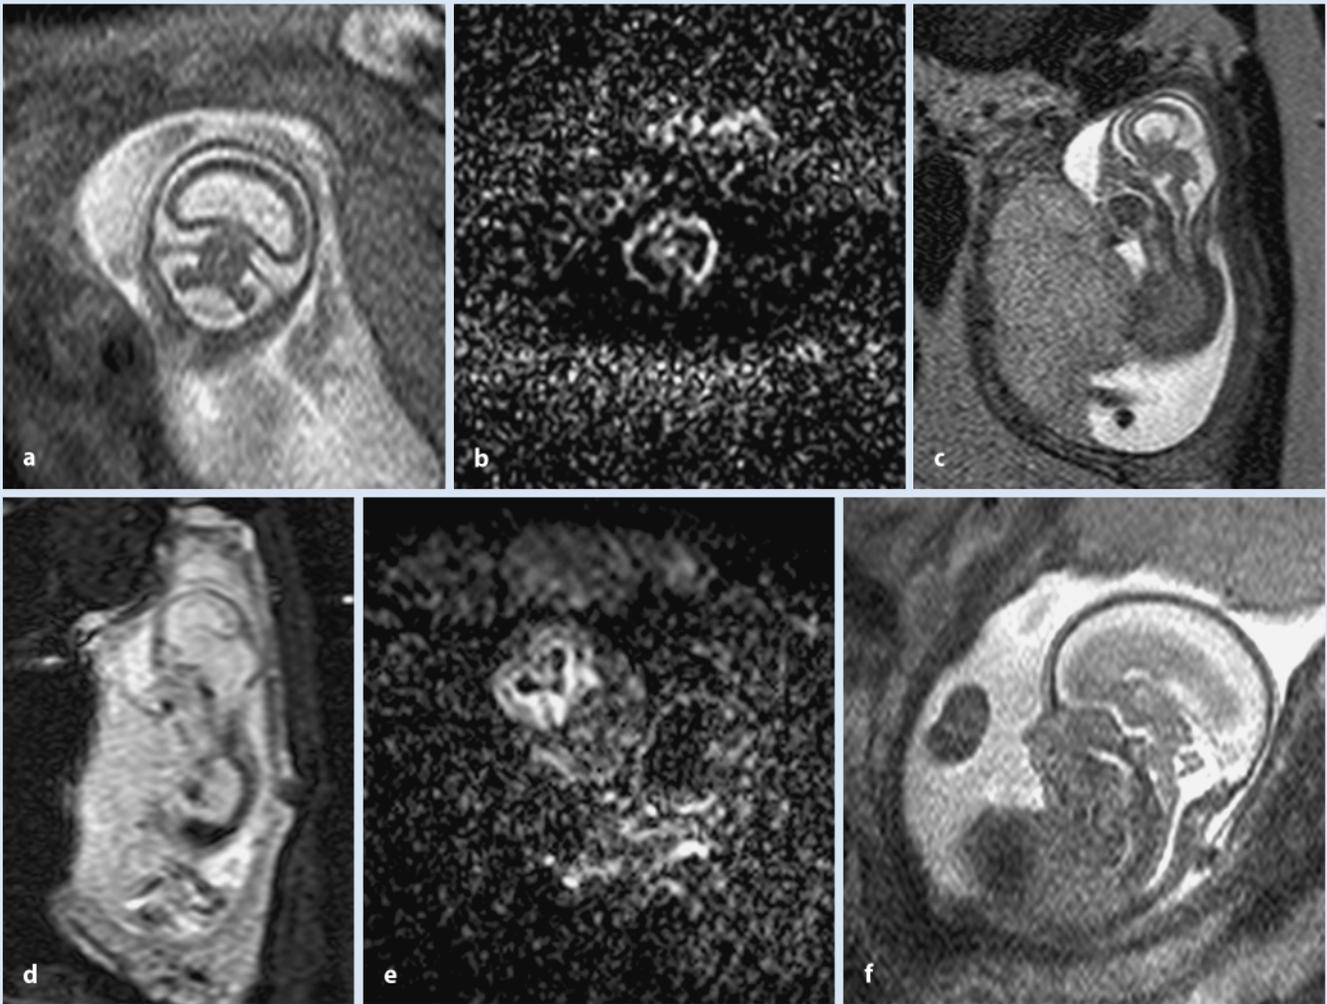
f ▲ Ventrikulomegalie in der 16. SSW, Verdacht auf Monoventrikel. Die Untersuchung wird vor der geplanten Schwangerschaftsbeendigung vorgenommen, um die Diagnose abzuschließen, sowie eine evtl. genetisch bedingte Veränderung nachzuweisen oder auszuschließen. In diesem Fall kann die MRT, durch Nachweis einer semilobaren Holoprosenzephalie und einer Gesichtsfehlbildung, auf das wahrscheinliche Vorliegen einer Trisomie 13 hinweisen. a Koronale Schicht, T2-gewichtet: hufeisenförmiger Monoventrikel, fehlende Darstellung des Plexus choroideus, fehlende Falx cerebri; die Kleinhirnkongfiguration ist für dieses Alter normal. b Koronale Schicht, diffusionsgewichtete; fehlende Laminierung des Palliums als Ausdruck der Manifestation einer Lissenzephalie. c Sagittale T2-gewichtete Schicht: fehlende Darstellung der Nase sowie des harten Gaumens; pathologischer Knick des Hirnstamms. d Die sagittale Schicht, echoplanar-T2 gewichtet bestätigt das Fehlen des Nasenbeins und des harten Gaumens. e Normales altersentsprechendes Hirn: koronale Schicht, diffusionsgewichtete zeigt die normale Laminierung des Hirnparenchyms. f Normales altersentsprechendes Hirn, sagittale Schicht, diffusionsgewichtete: zeigt Nase, harten Gaumen sowie regelrechte Konfiguration des Pons
